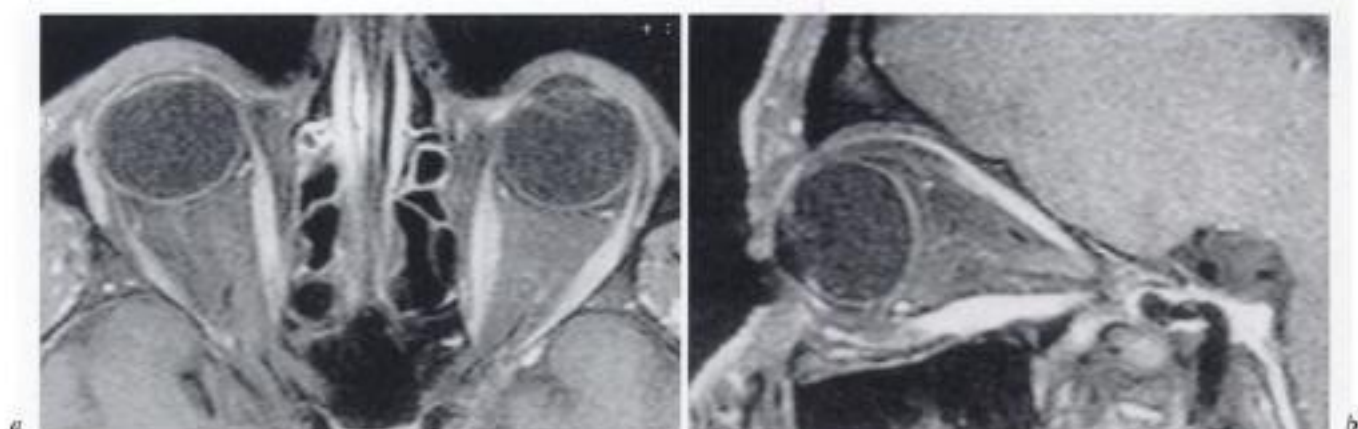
IRM transversale (a) et sagittale oblique (b) en séquence T1 après injection de gadolinium et saturation de graisse.
